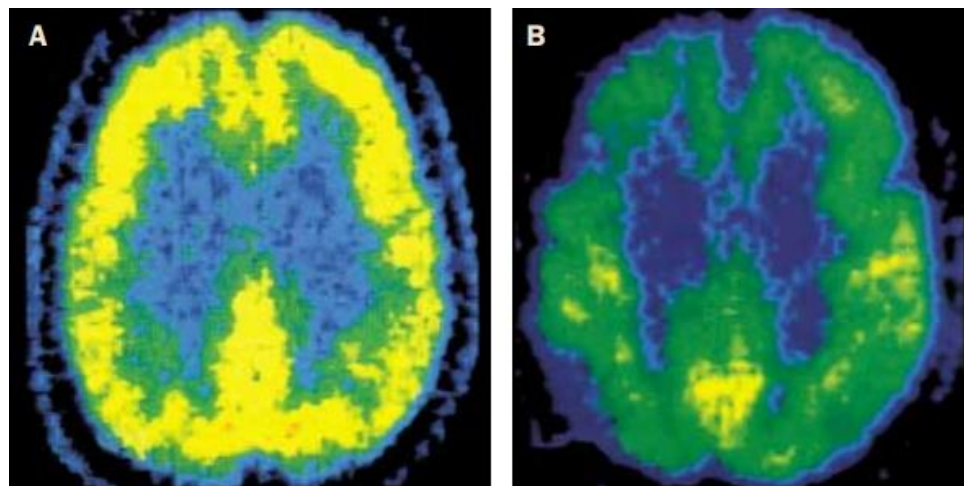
Tomografía de emisión de positrones (PET) A. PET de una persona normal, control de 69 años de edad. B. PET de un paciente con Alzheimer de 71 años de edad con nueve años de evolución.<sup>8</sup>
